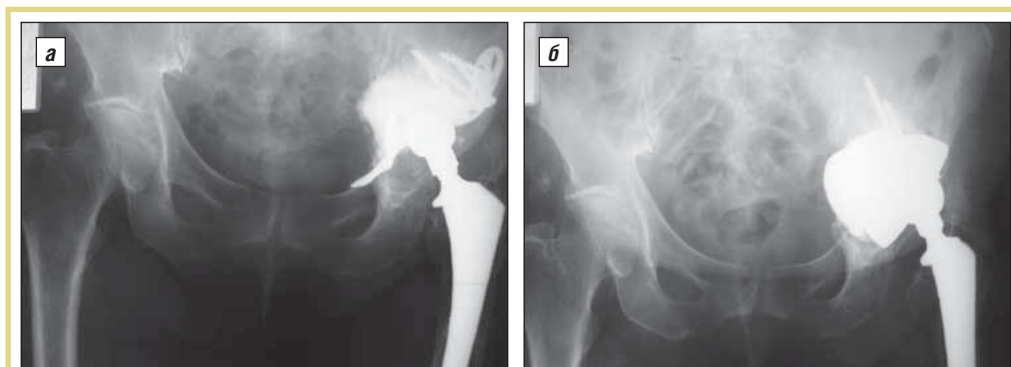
Рентгенограммы пациентки с диссоциацией таза: а – перед операцией; б – после нее
